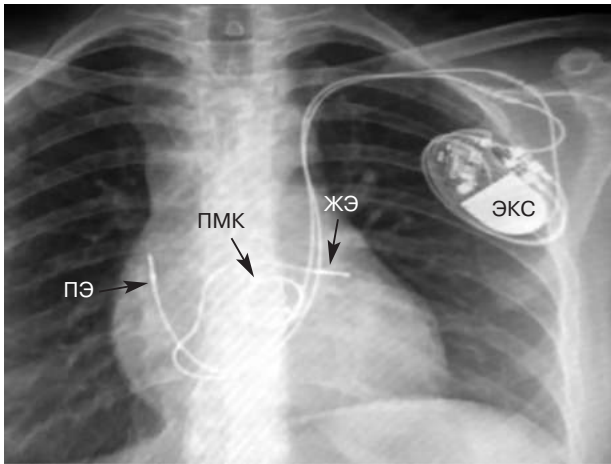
Рентгенография органов грудной клетки после удаления эндокардиальной системы электрокардиостимуляции справа
